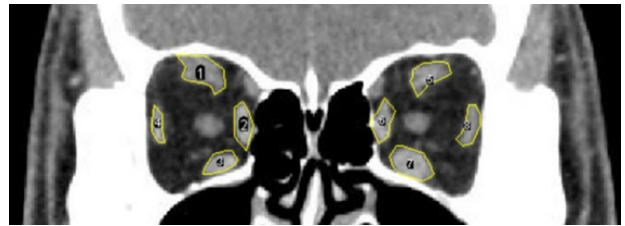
Measurement of extraocular muscle (EOM) area by orbit computed tomography (CT). Measurement of EOM area by orbit CT in the coronal view using the Image J® v. 1.52a software (Wayne Rasband at the Research Services Branch, National Institute of Mental Health, Bethesda, MD, USA).
